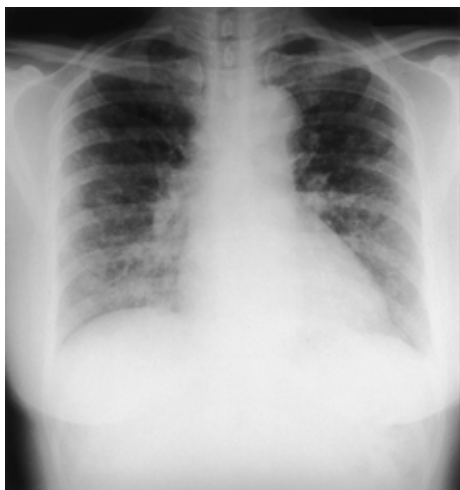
Chest X-ray film on admission. Diffuse ground-glass and reticulonodular opacities were observed.
